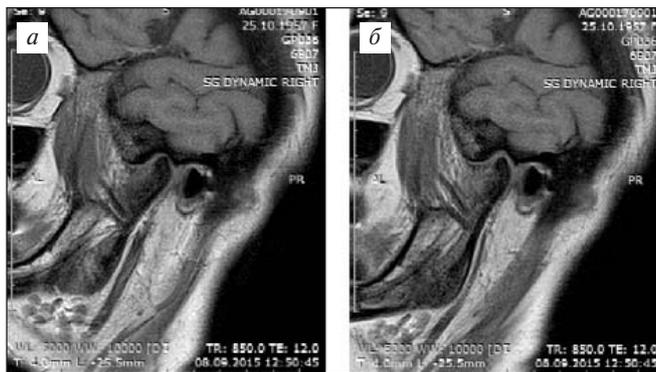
МРТ правого ВНЧС: косо-сагитальные срезы в положении с открытым (а) и закрытым ртом (б)
